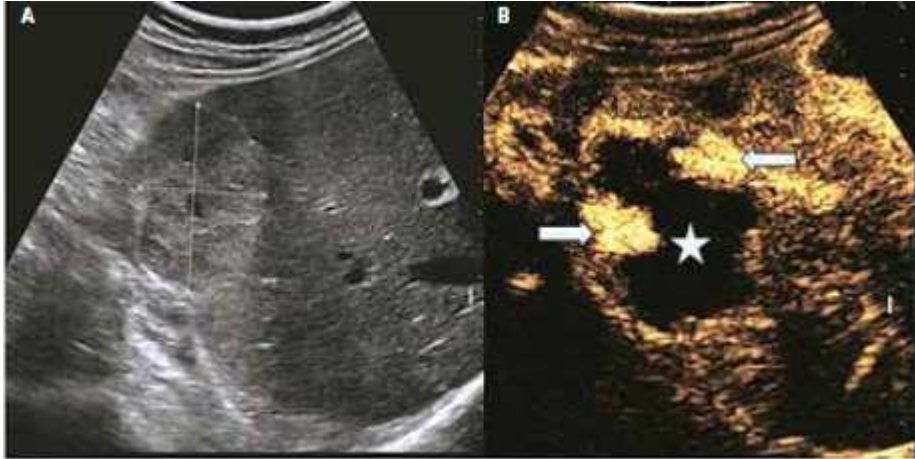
Naczyniak wątroby w USG. A – typowy obraz naczyniaka włóscinkowego (strzałka). B –
